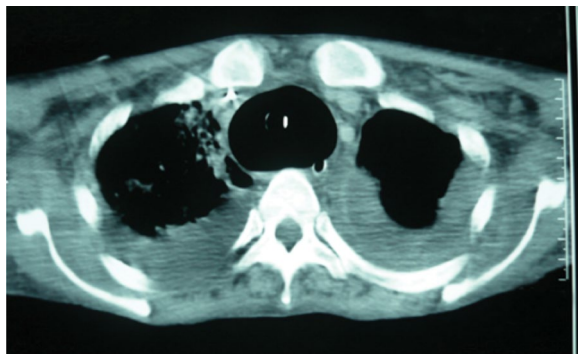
CT scan revealing a posteroanterior tracheal diameter of 6 cm at the level of the second thoracic vertebra; the normal trachea at the same level is about 2.5 cm.
